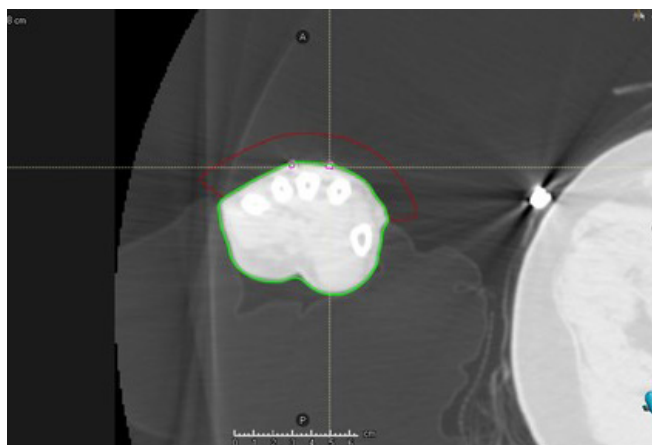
Structures créées dans RayStation. Le contour externe (vert), le marqueur CT (rose) et le bolus (rouge) sont affichés sur la figure.
